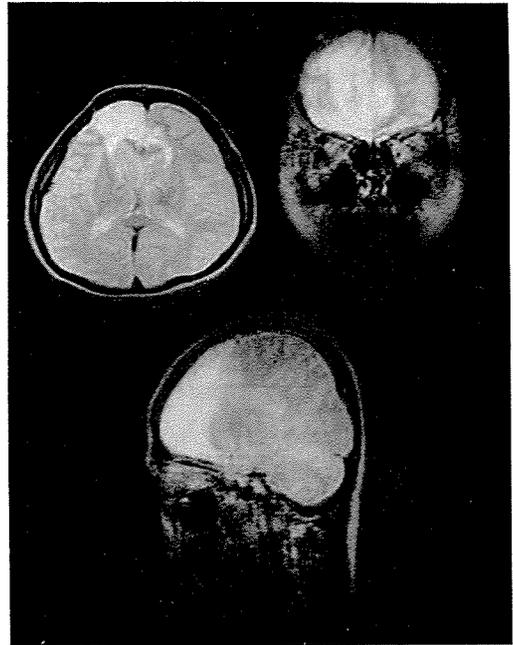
症例4 (Utilization Behavior 例) のMRI (TR2080ms, TE80ms; 1990年3月27日撮像)
